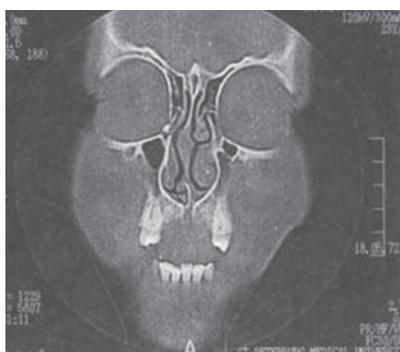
Компьютерная томография с контрастированием слезоотводящих путей (коронарная проекция). Контраст в слёзном мешке и полости носа справа в проекции нижней носовой раковины [13]
